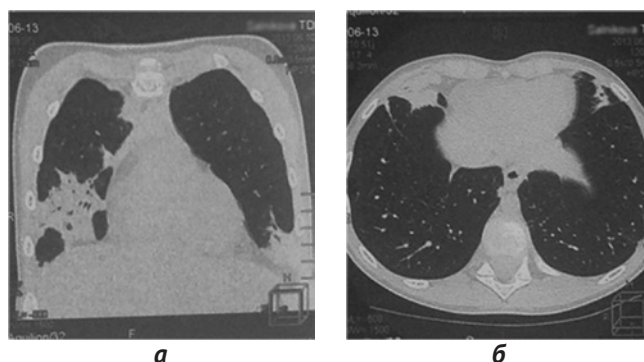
Повышение пневматизации легочной ткани и поствоспалительные фиброзные изменения при компьютерной томографии органов грудной клетки
